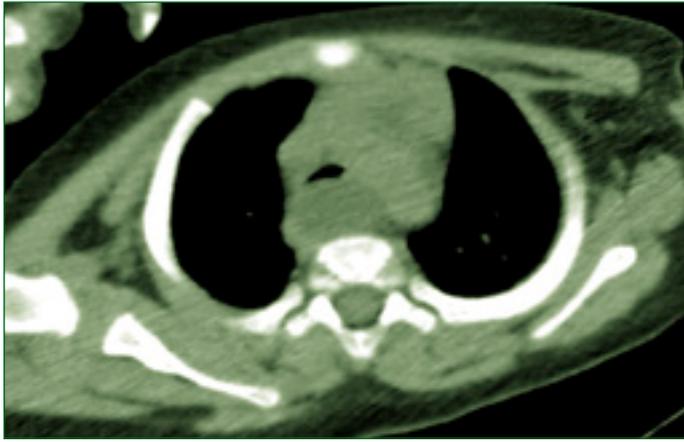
Tomografía axial de tórax. Se evidencia masa en mediastino posterior que comprime pared posterior de tráquea
